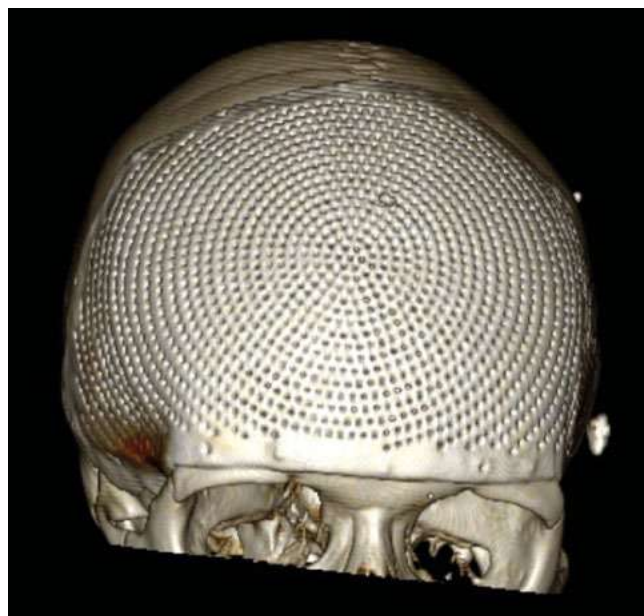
Мультиспиральная компьютерная томография. 3D-реконструкция головы после краниопластики титановой пластиной, выполненной через 3,5 мес после травмы
